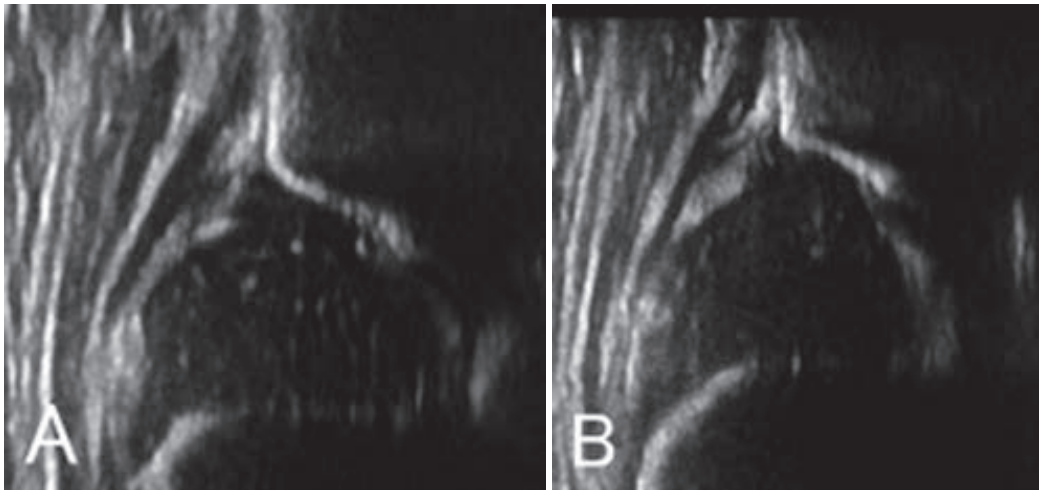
症例2 超音波画像(生後3か月)A:右側 B:左側 α 角:右63°左65°
